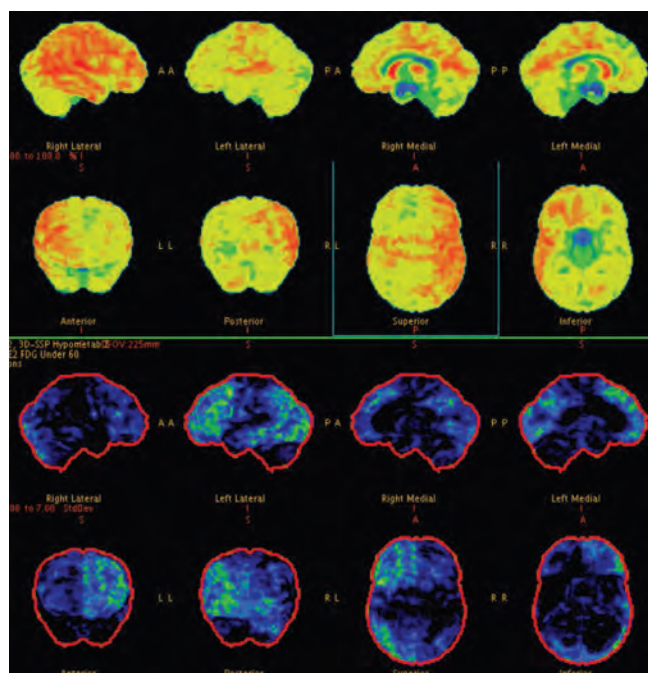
ПЭТ с [18F]-ФДГ пациентки Ф., 23 года (89-е сут от начала заболевания). Гипометаболизм глюкозы в области ассоциативной коры лобной доли и медиофронтальной коре левого полушария, а также в области зрительной коры обоих полушарий
